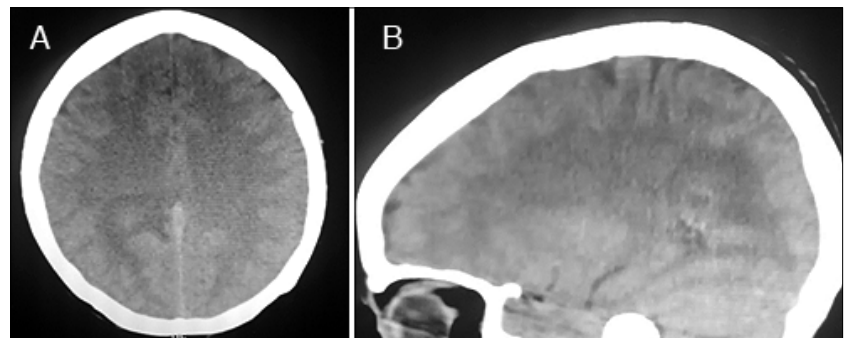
TC cráneo simple a). Fase de cerebritis b). Fase Capsular.
